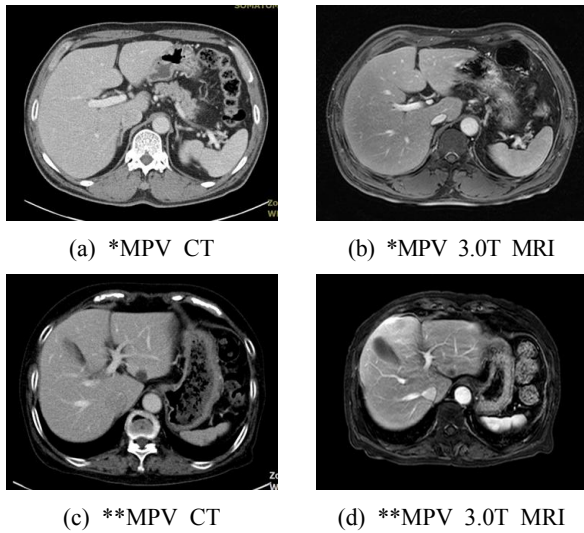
Scan images of CT and 3.0T MRI for portal vein. *MPV: Middle Portal Vein, MPV: Main Portal Vein
